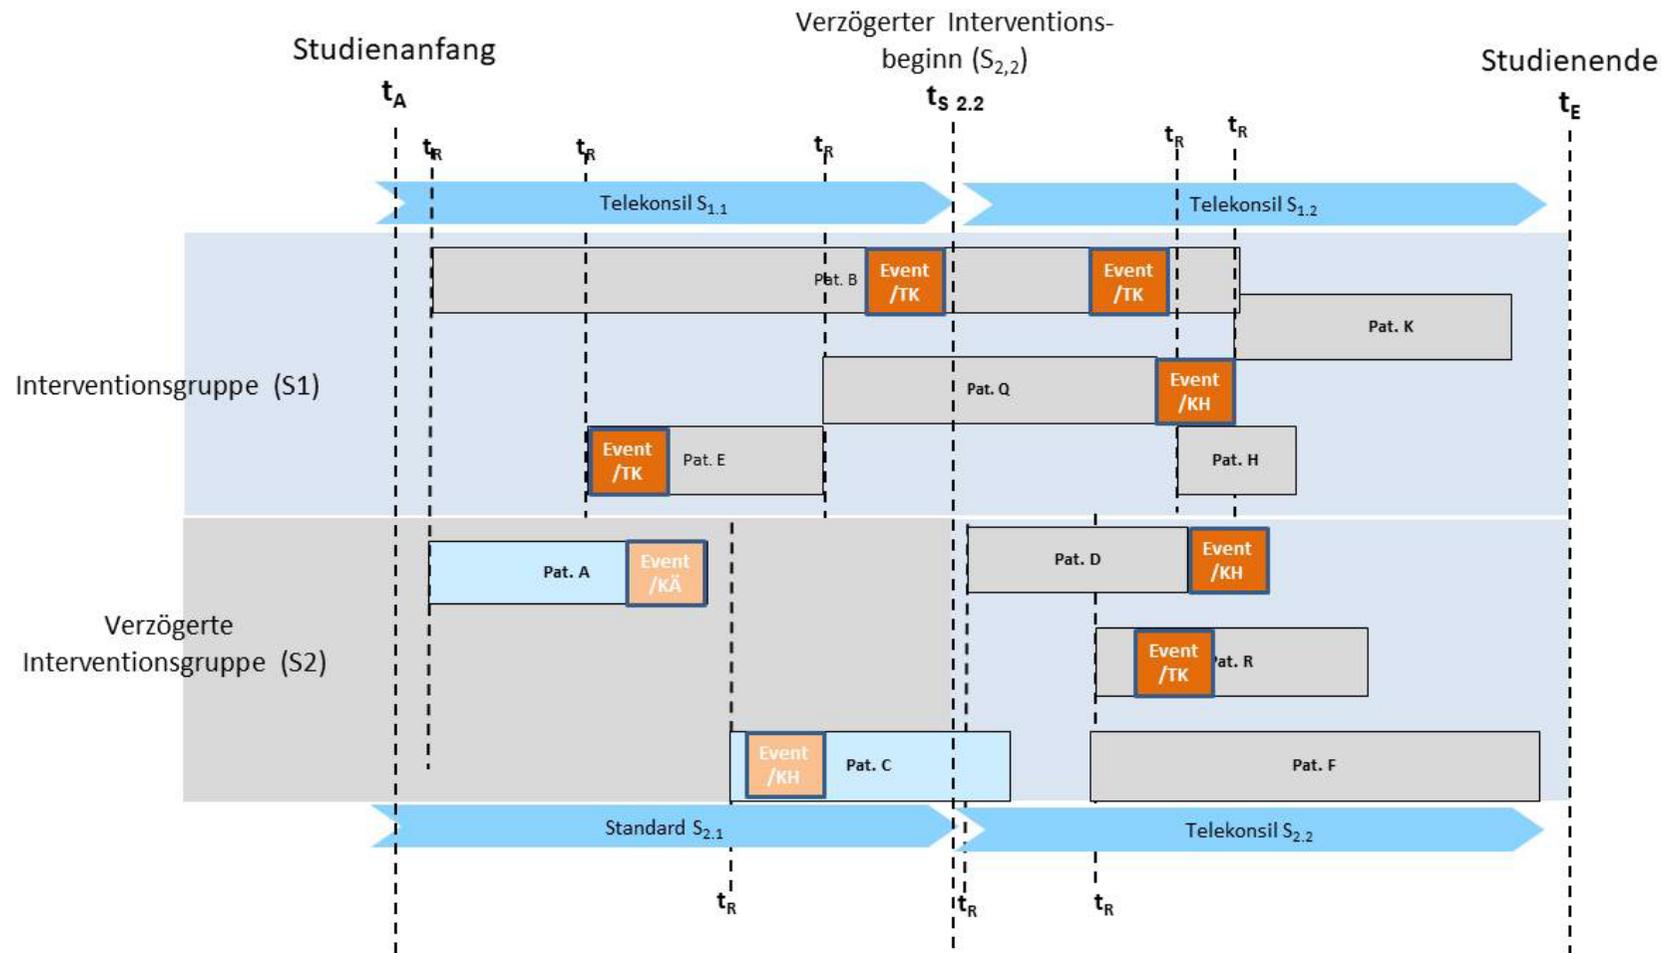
Patientenrekrutierung im Verlauf in Interventions- und verzögerter Interventionsgruppe. t_R ... Rekrutierung, t_S Wechsel verzögerte Interventionsgruppe; TK...Telekonsil, KÄ... Konsiläquivalent, KH...Krankenhausweisung
